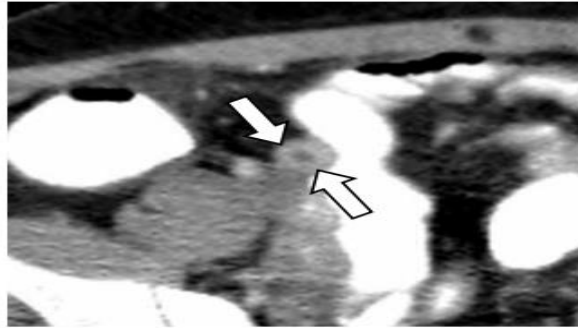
tomada y modificada de Octavio de Jesús Arévalo Espejo (2014). Acute appendicitis: Imaging Findings and current approach to diagnostic imaging. Corte axial de una tomografía computarizada con medio de contraste que muestra el apéndice cecal engrosado, observándose el signo de la diana.
